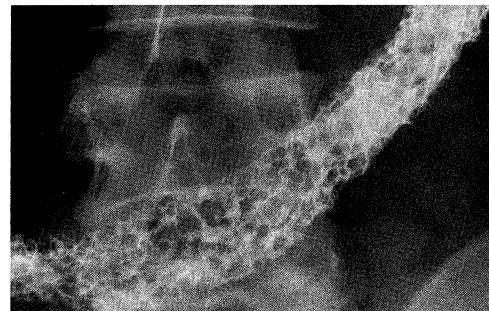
Roentgenogram of a part of the transverse colon showing pseudopolyposis pattern.
